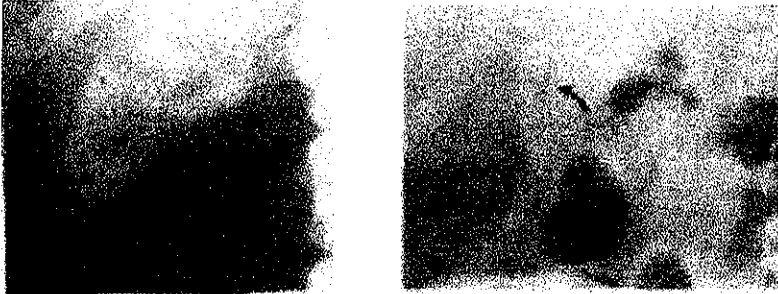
Radiografías abdominales que demuestran fisuras que contienen gas dentro de cálculos (flechas), simulando el símbolo trirradiado de los automóviles Mercedes Benz. Noté el cálculo adyacente con un anillo radioopaco.
